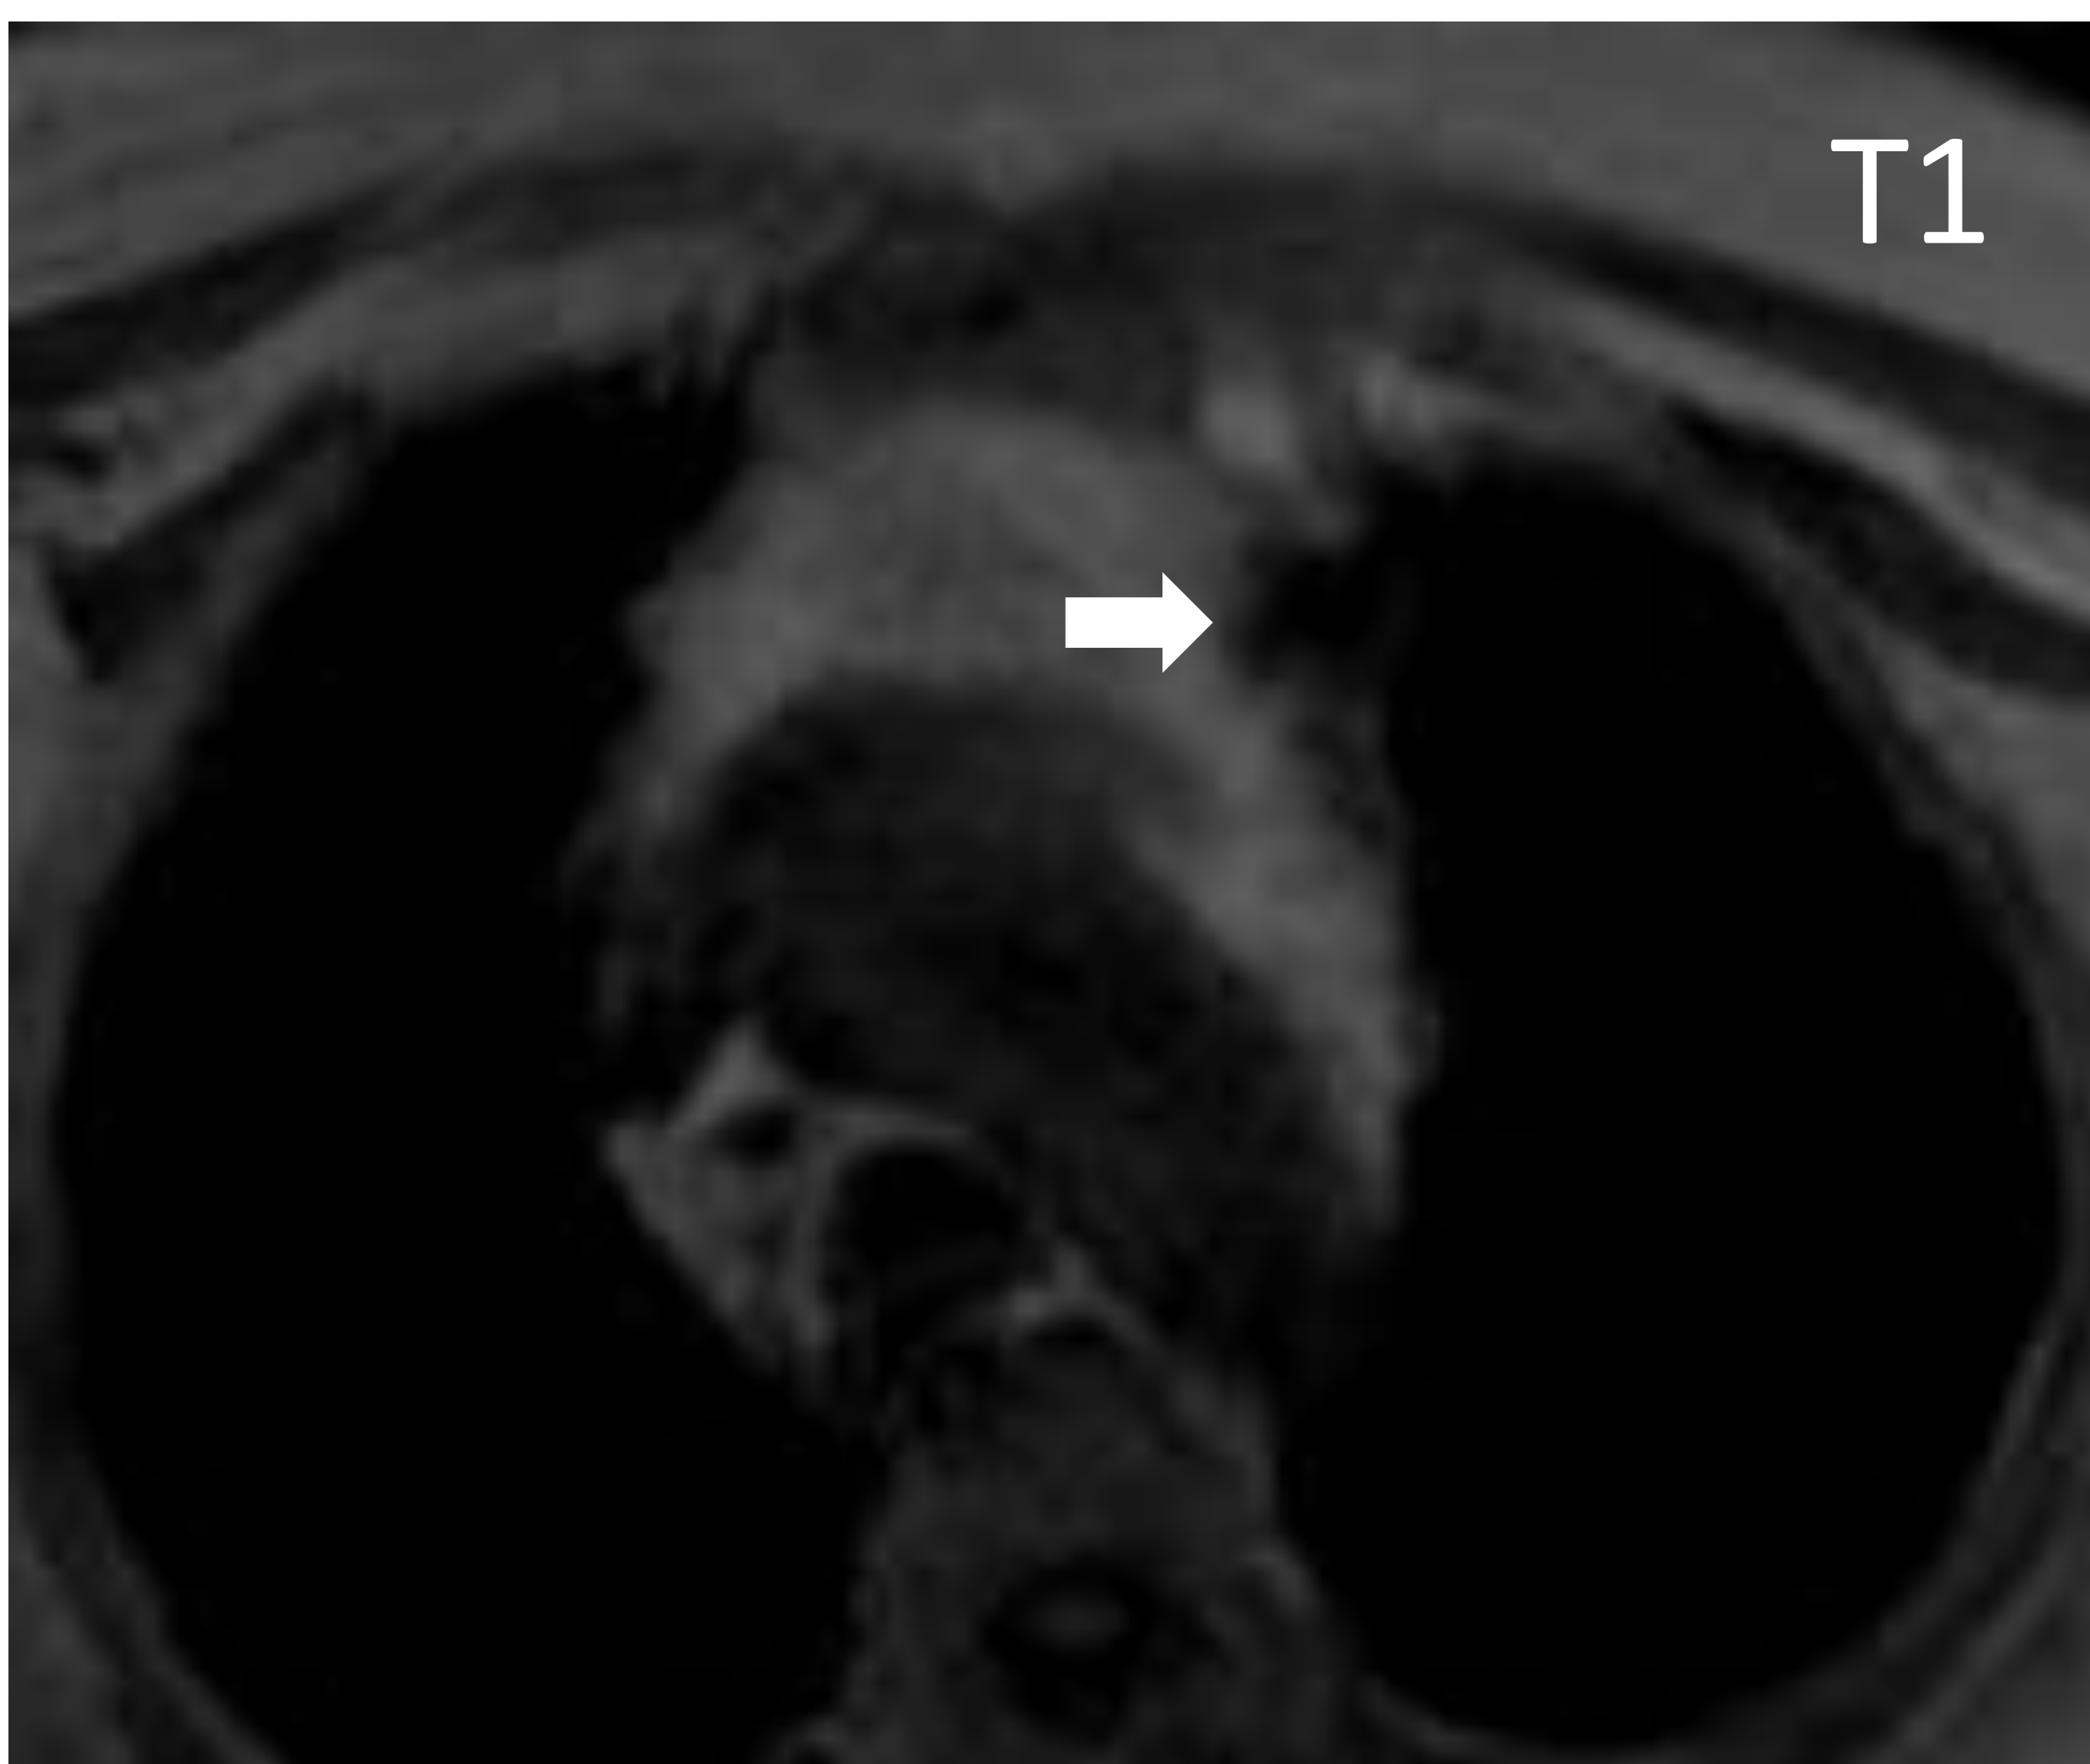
Imagen lobulada homogénea y bien definida en mediastino anterior, de densidad líquida por CT. En la RM es hipointensa en T1, hiperintensa en T2 y STIR y sin realce tras la administración de gadolinio endovenoso, compatible con quiste tímico congénito.
